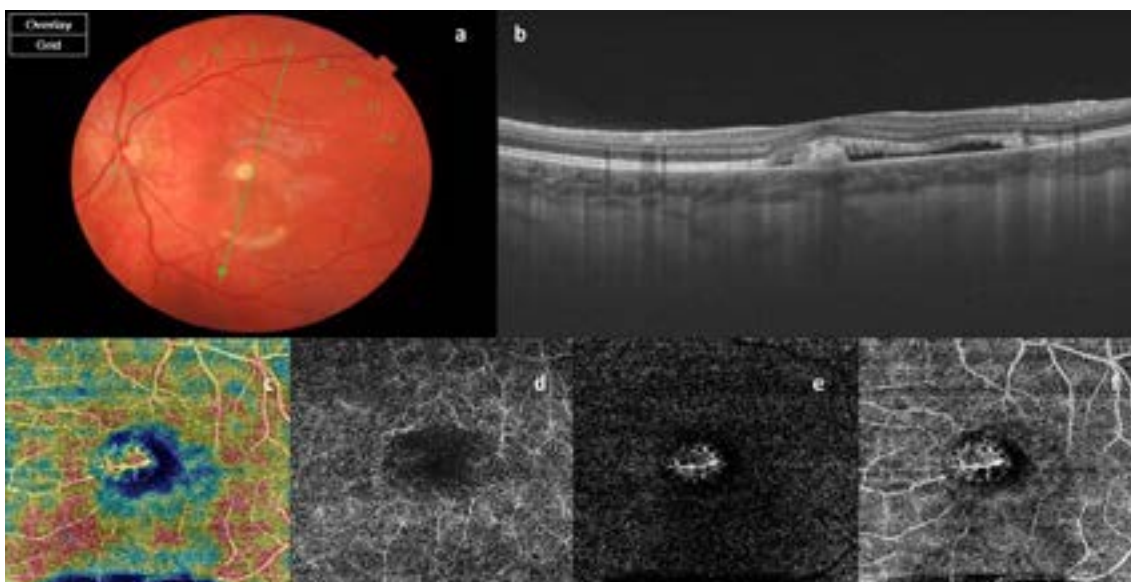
Retinografía (2a) del ojo izquierdo de un paciente con enfermedad de Best y metamorfopsia reciente. 2b: Corte central de una tomografía de coherencia óptica (OCT) en el que se detecta presencia de líquido subretiniano. 2c: angiografía por OCT, mapa de densidad vascular en el que se detecta un aumento de la densidad vascular en la zona avascular foveal que no se detecta en el mapa de la circulación profunda (2d), pero corresponde a una membrana neovascular coroidea que se puede observar en el mapa de las capas externas de la retina (2e) y capa coriocapilar (2f). En la enfermedad de Best es relativamente frecuente la aparición de membranas neovasculares coroideas. No existe evidencia para recomendar el tratamiento todos los casos. Se recomienda tratar aquellos casos sintomáticos (en forma de metamorfopsia y/o pérdida visual brusca y reciente) o cuando existe hemorragia retiniana o edema intrarretiniano.
